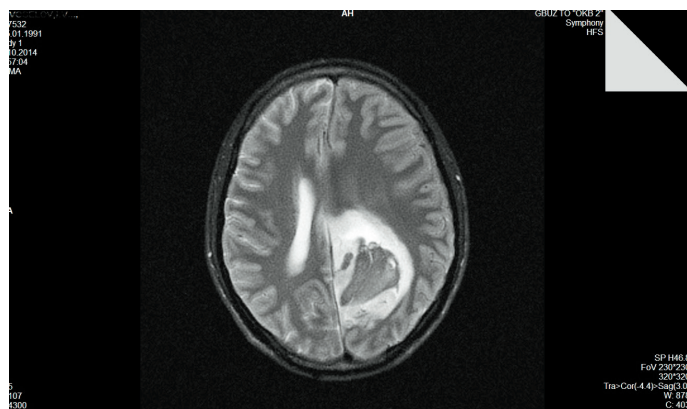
МРТ пациента Н., режим T2 ax
